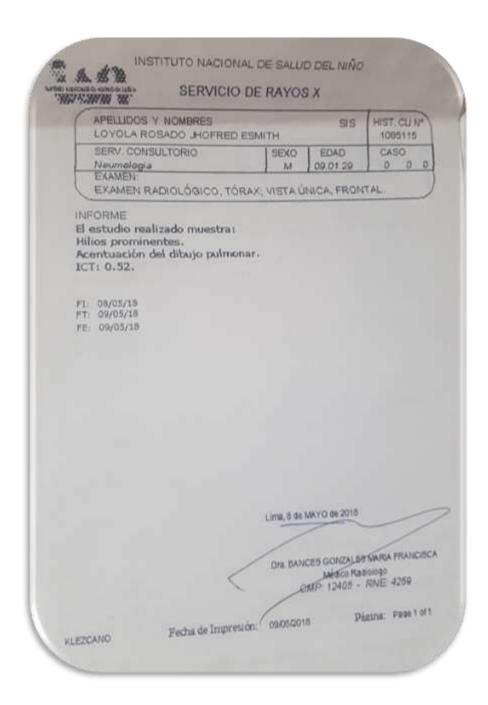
Resultados de Radiografía Pulmonar
